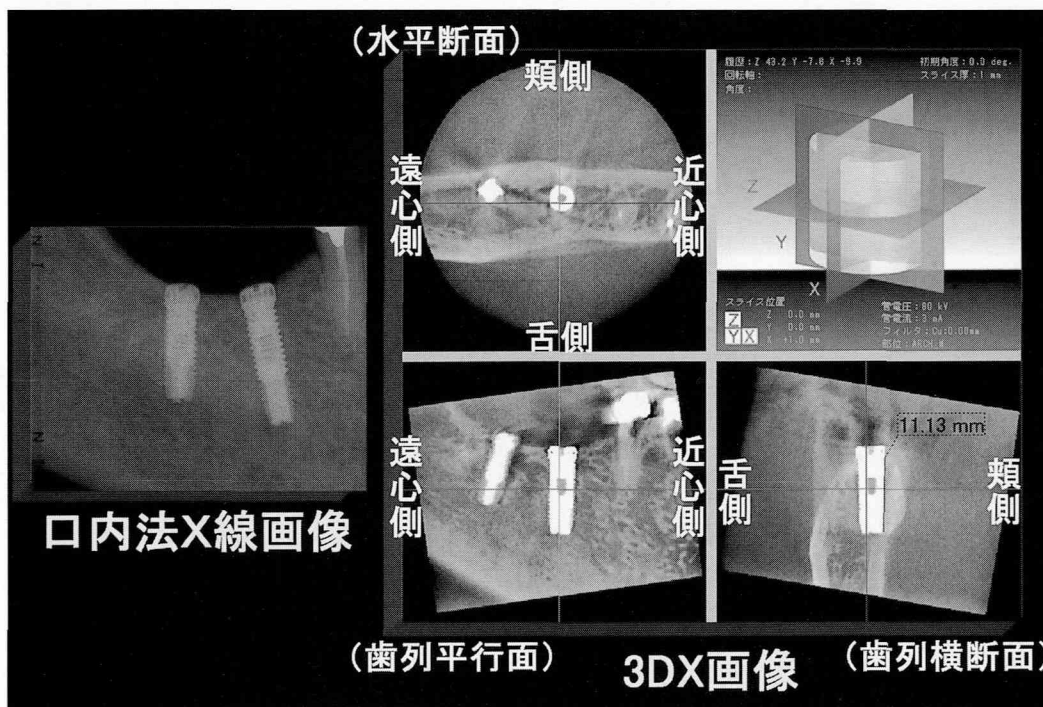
インプラント症例（口内法X線画像，3DX画像）
